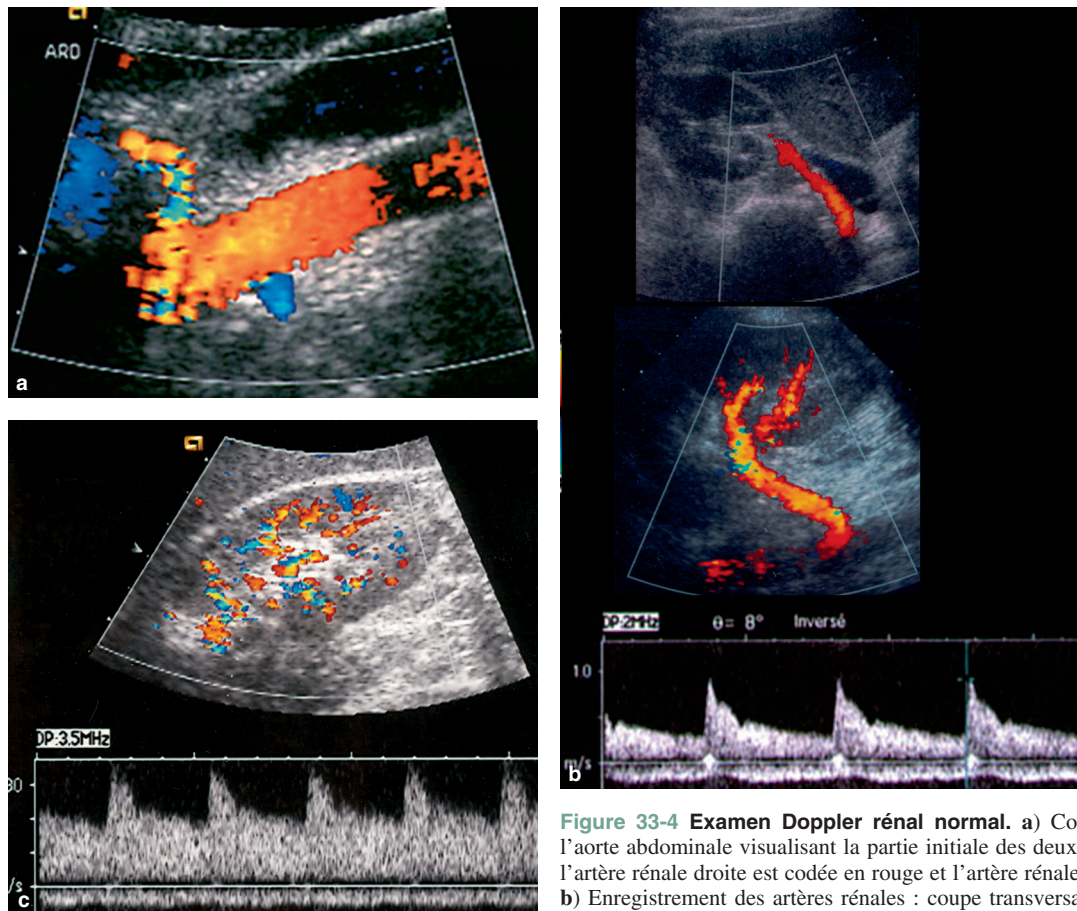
Examen Doppler rénal normal. a) Coupe coronale de l'aorte abdominale visualisant la partie initiale des deux artères rénales : l'artère rénale droite est codée en rouge et l'artère rénale gauche en bleu. b) Enregistrement des artères rénales : coupe transversale par voie latérale droite de l'artère rénale droite depuis son ostium jusqu'au sinus du
